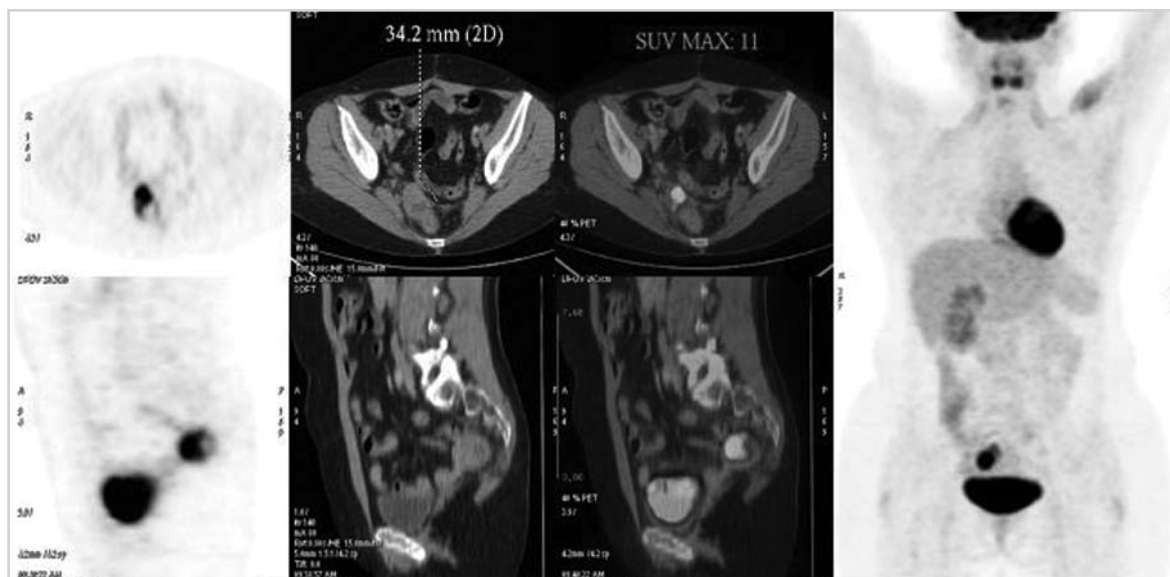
Mujer de 45 años de edad con cáncer de ovario operado que muestra aumento del CA 125 e imagen dudosa en TC previa. En el examen PET/TC se observa un foco hipermetabólico en la región recto-sigmoidea derecha, que corresponde a un implante peritoneal.
